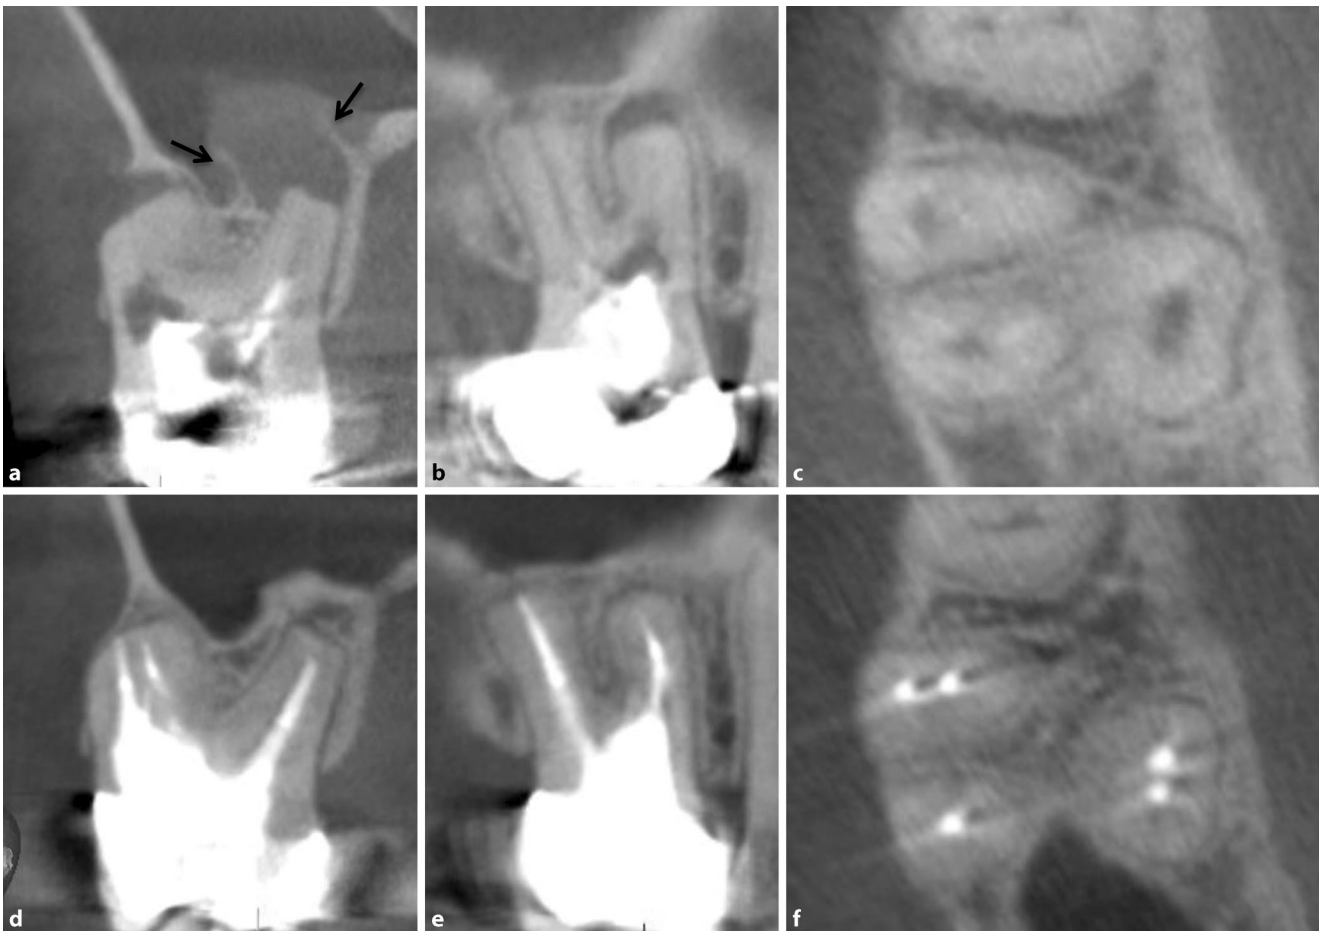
▲ Gegenüberstellung der DVT-Aufnahmen vor (a–c) und 3 Jahre nach (d–f) Abschluss der Wurzelkanalbehandlung mit vollständiger Heilung. a, d Frontal mesio-bukkal palatinal (*Pfeile*); b, e sagittal mesio-bukkal distobukkal; c, f axial. DVT digitale Volumentomographie. (Mit freundl. Genehmigung © M. Arnold, alle Rechte vorbehalten)
